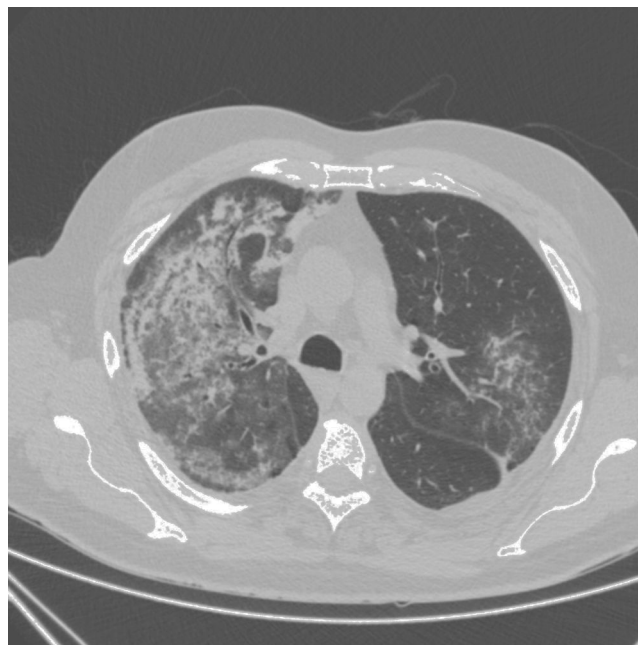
Imagen de TAC de tórax de alta resolución con hallazgo de un patrón alveolar compatible con hemorragia pulmonar.
